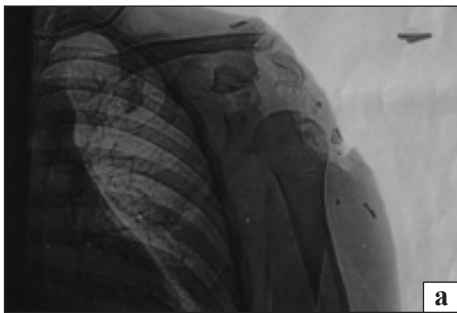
Рентгенограми пацієнта до (а) та після (б) виконання артродезу з використанням LCP системи АО з корковими спонгіозними та блокуючими гвинтами
